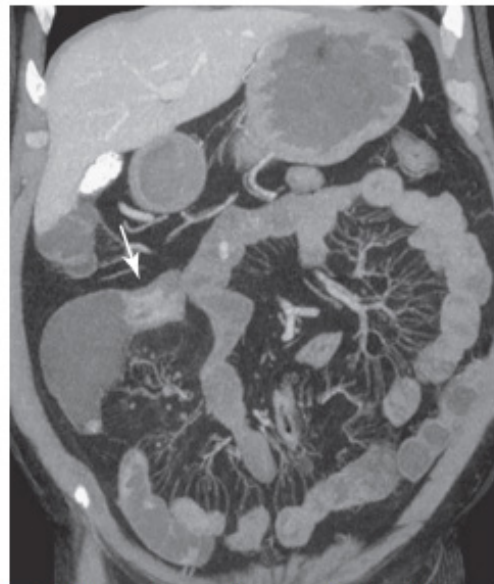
Computed tomographic enterography shows inflammatory stricture (arrow) and small bowel wall thickening in a patient with Crohn's disease.
